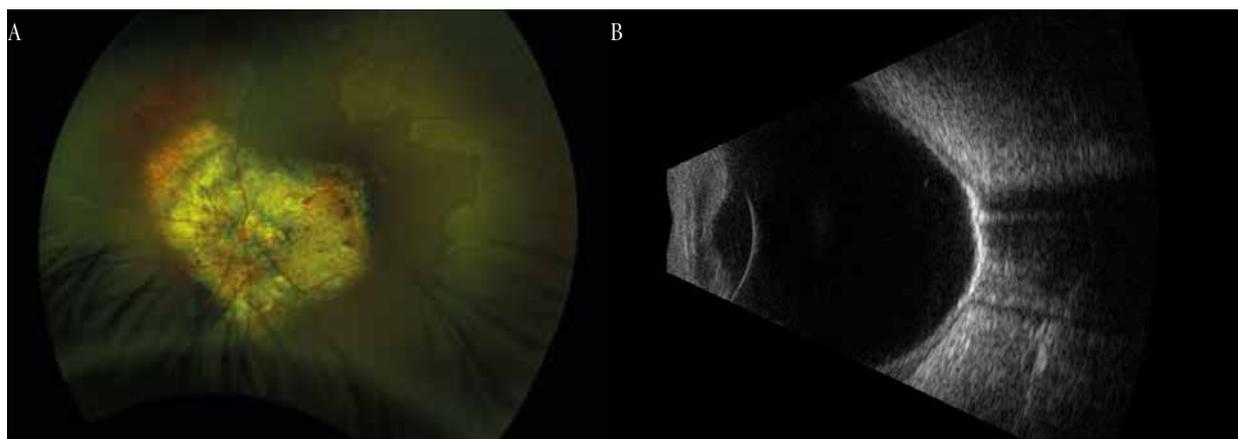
Osteoma coroideo unilateral en mujer de 26 años de edad. A) Retinografía de campo amplio donde se aprecia lesión blanco-amarillenta yuxtapapilar, con áreas puntiformes y en espículas óseas de hiperpigmentación y áreas de cambios pigmentarios. B) Ecografía modo B que muestra placa ecodensa a nivel de la capa retinocoroidea y esclera.
